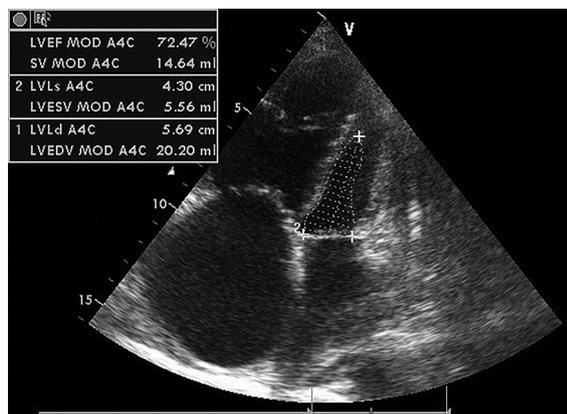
Эхокардиограмма пациента II группы.
